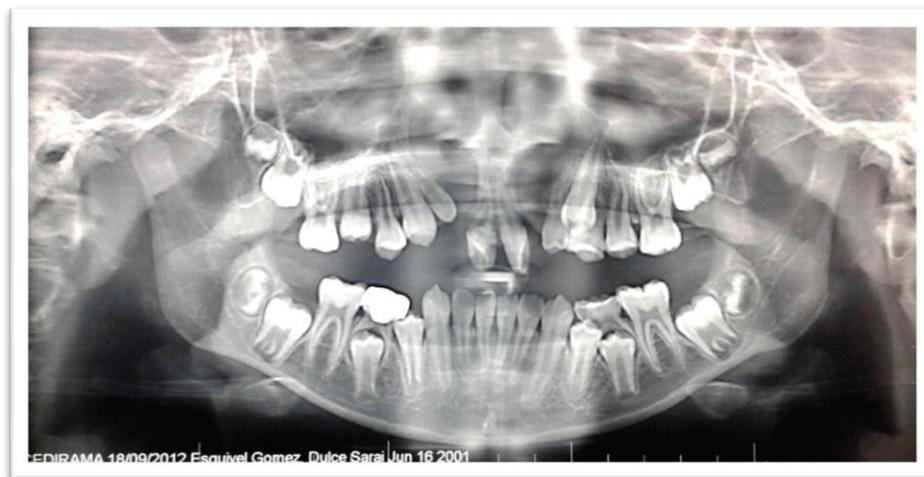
Radiografía panorámica de la paciente Dulce
